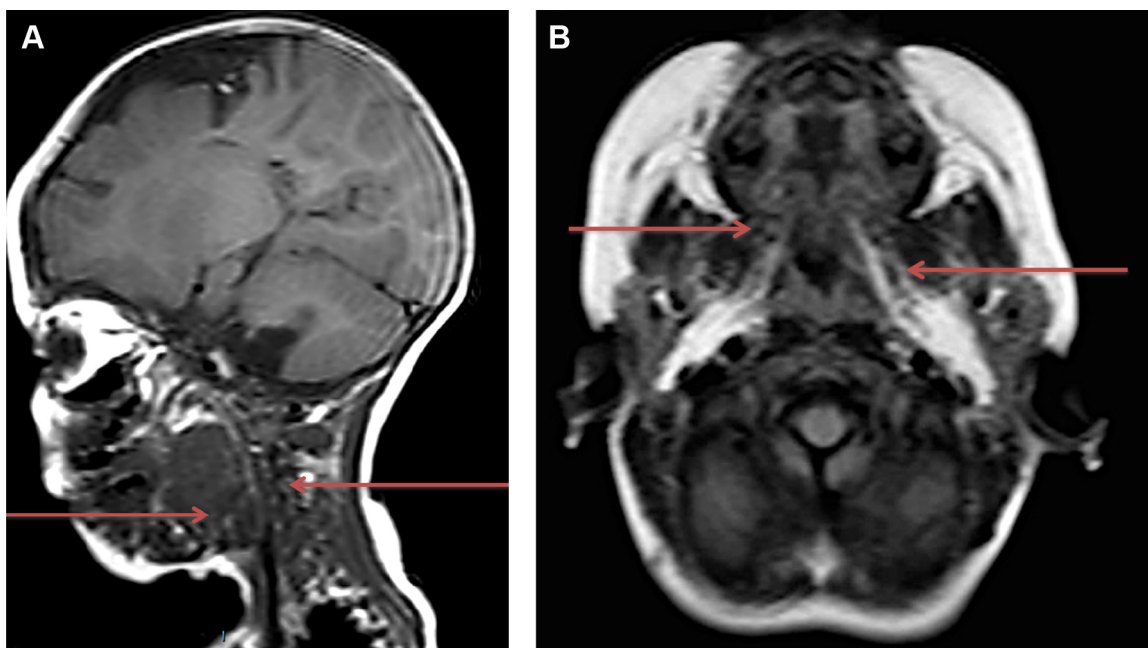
Resonancia magnética nuclear de cuello y macizo facial (A) y cráneo (B). Se observa la disminución moderada del volumen de la lesión vascular que ocupa los espacios vascular, de los masticadores, parafaríngeo, prevertebral, submandibular y sublingual en el lado izquierdo cuando se compara con estudio previo (flechas), principalmente a expensas de las porciones quísticas.
